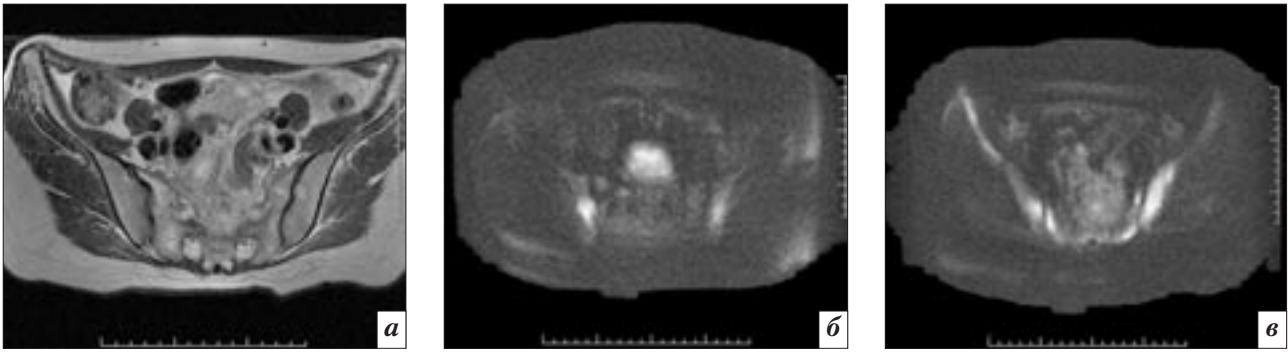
МРТ (а) с ДВИ (б, в) больной А. Визуализируются множественные очаги измененного МР-сигнала в теле L5, крестце и костях таза. При ДВИ определяются очаги ограничения диффузии соответственно описанным изменениям
